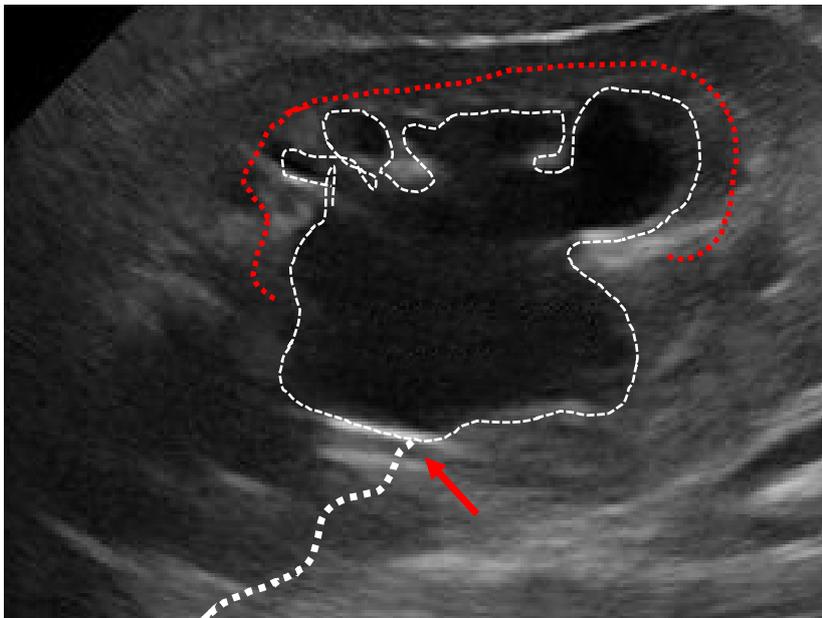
ECOGRAFIA DELL'IDRONEFROSI
